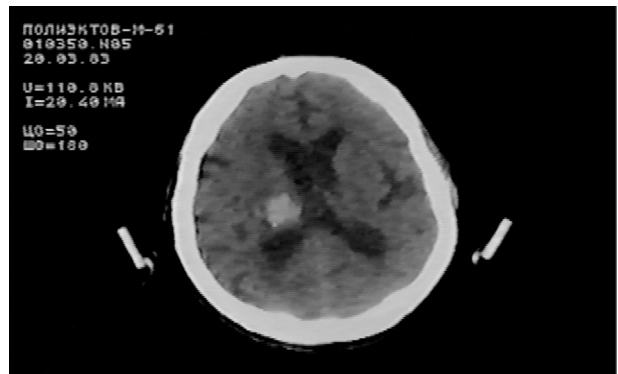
Компьютерная томограмма больного с медиальной гематомой при избирательном поражении таламуса
